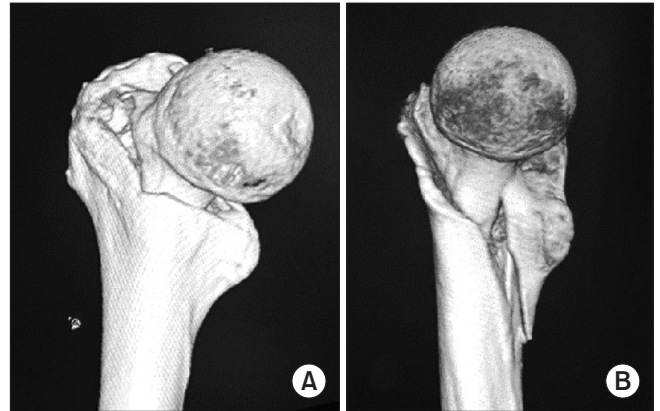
Medial aspect of basicervical (A) and 31-A2 trochanteric fracture (B) in three-dimensional computed tomography. In 31-A2 type trochanteric fractures, the posteromedial defect was made by a detachment of a lesser fragment that causes a loss of medial buttress and instability. Extramedullary reduction (exiting the inferior cortical beak of the proximal fragment from the distal medullary canal) and sliding along with a lag screw in the posterolateral direction has a higher chance of medial support after cephalomedullary nailing.
